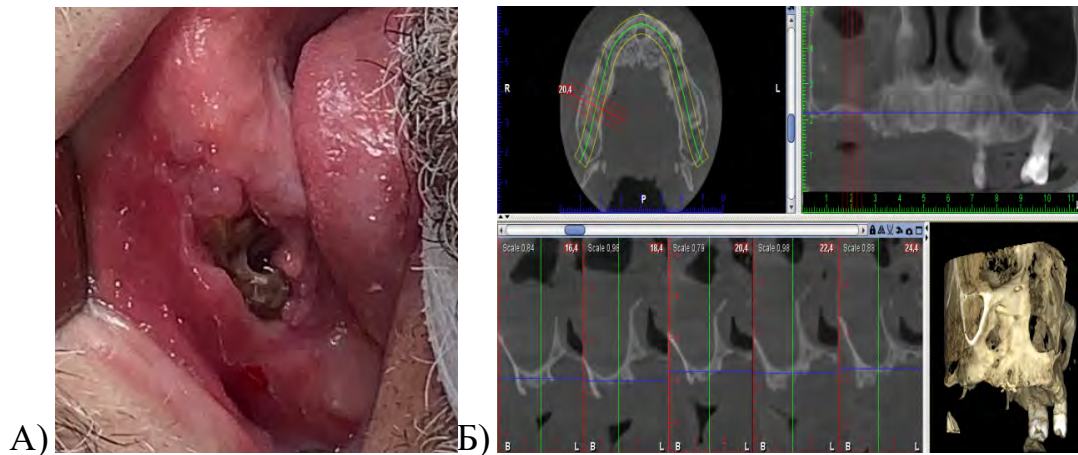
Пациент П., 56 лет. Бисфосфонатный остеонекроз верхней челюсти. А) Дефект слизистой альвеолярного отростка в проекции лунки удаленного зуба 2.5 с зияющей костной тканью землисто-серого цвета с дефектом на вершине альвеолярного гребня, Б) Срезы КЛ КТ в проекции лунки удаленного зуба 2.5, рентгенологические признаки деструкции кортикальной пластинки и губчатого вещества, рентгенологические признаки гомогенного, тотального затемнения полости верхнечелюстного синуса с гиперплазией слизистой
